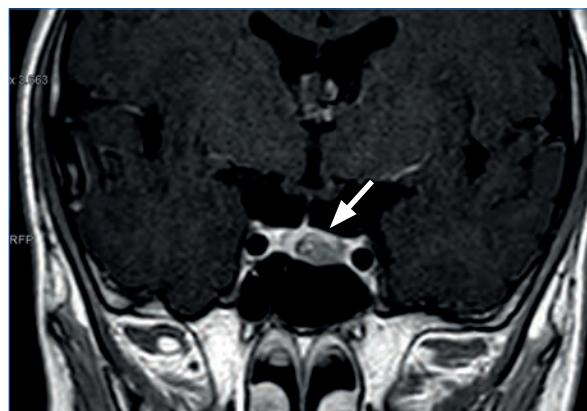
Imagen de la RM con corte coronal, con contraste.
